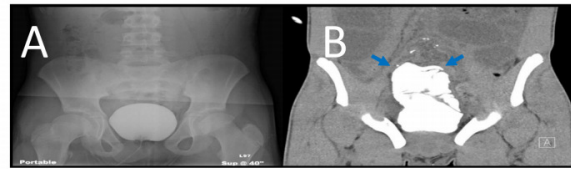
Increased bladder capacity after re-augmentation. The patient was a 14-year-old male who had undergone a primary augmentation and bladder neck reconstruction by the time the images were taken. The cystogram immediately before the re-augmentation (Panel A) shows a bladder capacity of 150 mL after instilling contrast via Foley. The CT pelvis with intravesical contrast (Panel B), taken three years after re-augmentation with 20 cm of sigmoid colon, reveals a bladder capacity of 300mL without leakage (blue arrows).
